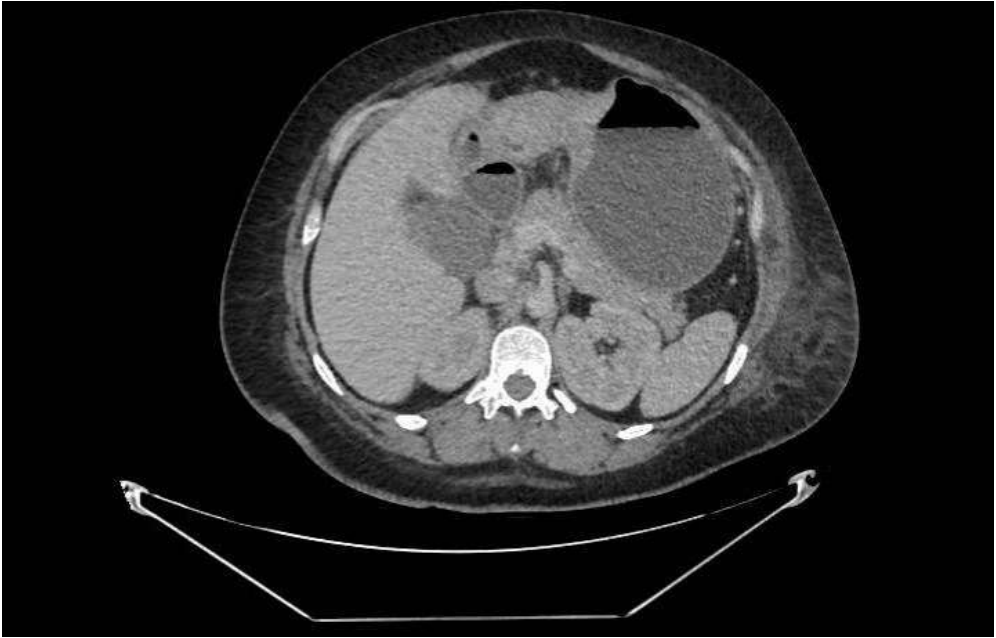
TC Abdomino-pélvico con estómago con contenido abundante debido a estenosis tumoral pilórica
